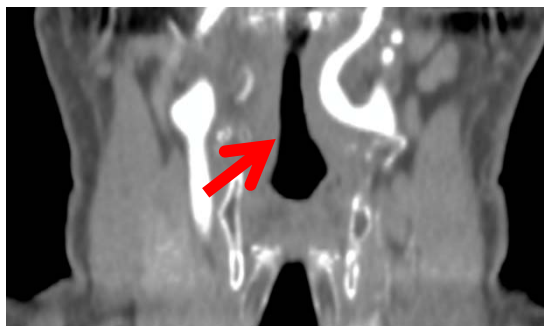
Компьютерная томография артерий шеи, корональная плоскость, артериальная фаза контрастирования. Стрелкой показана левая внутренняя сонная артерия
